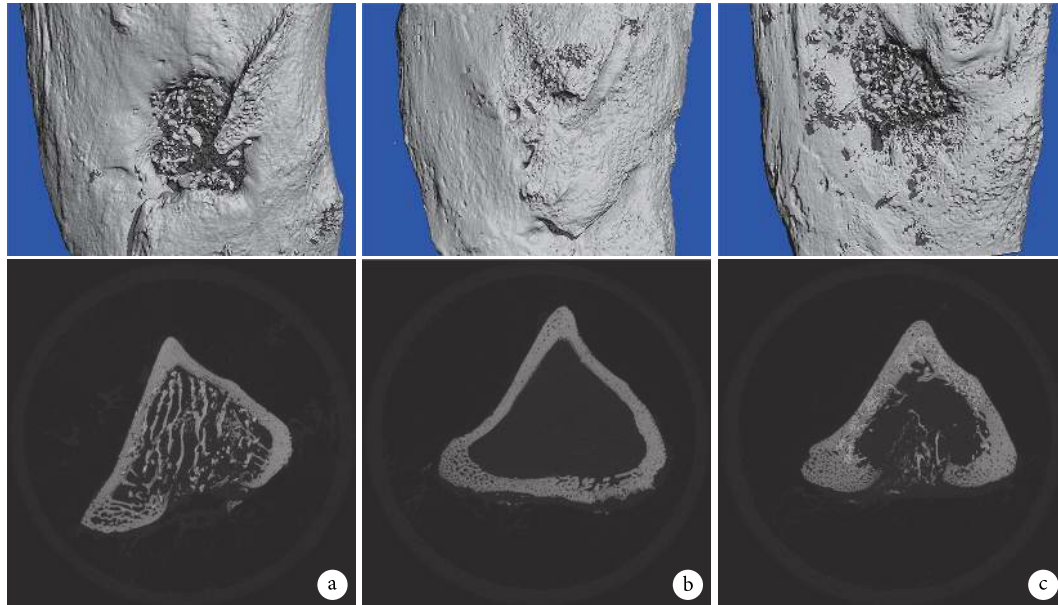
各组术后 12 周骨缺损区域 Micro-CT 三维重建 a. A 组; b. B 组; c. C 组
